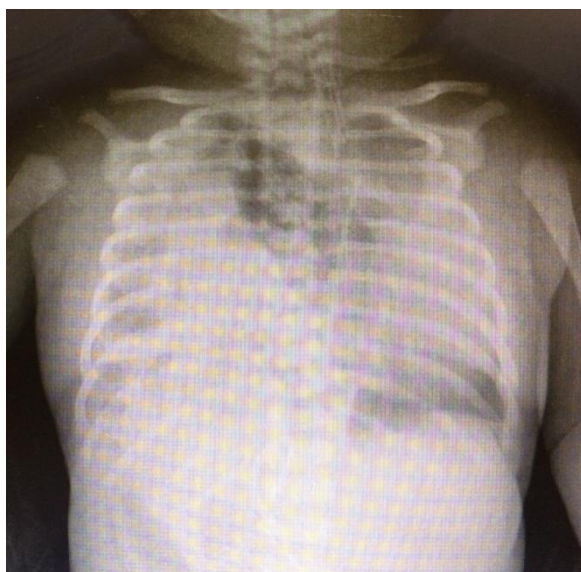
Radiografia de tórax no pré-operatório.
